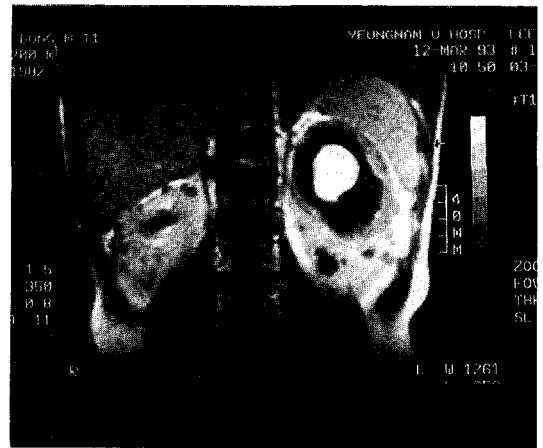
Abdominal MRI reveal huge mass on both kidneys.
